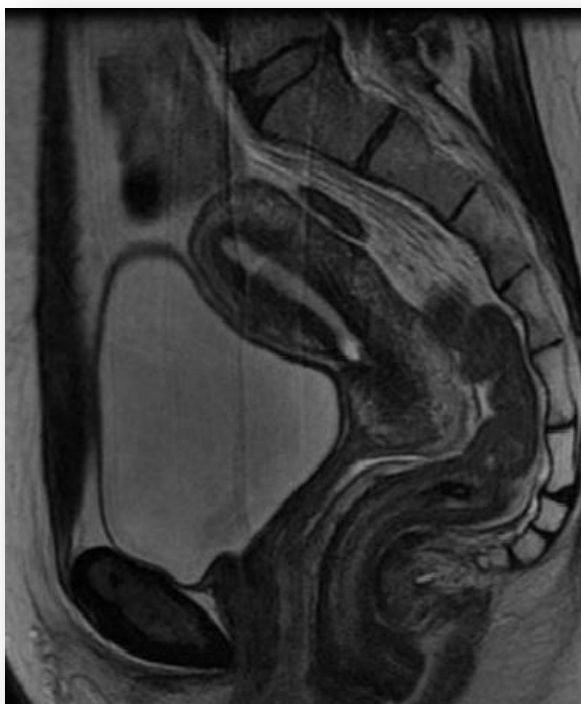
МРТ ОМТ пациентки Б после первой метропластики. ОМТ = 3,3 мм
